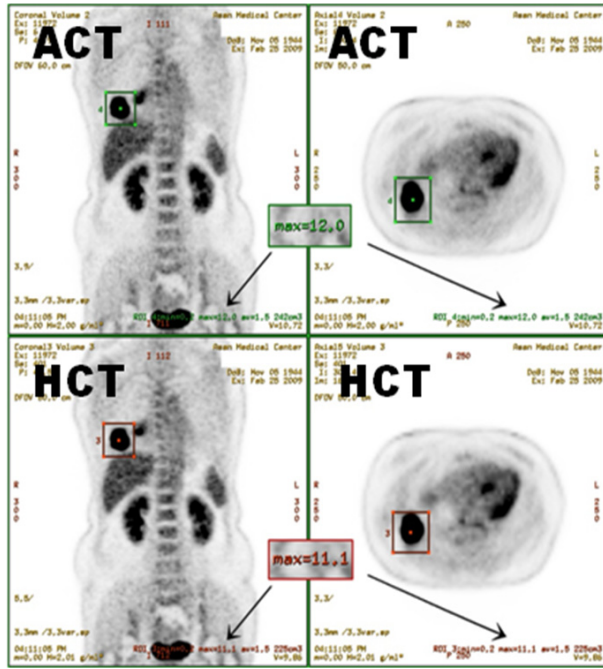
Measure SUV_{max} of primary tumors. ROIs are set to include tumor using 3D box tool with coronal and axial image.
